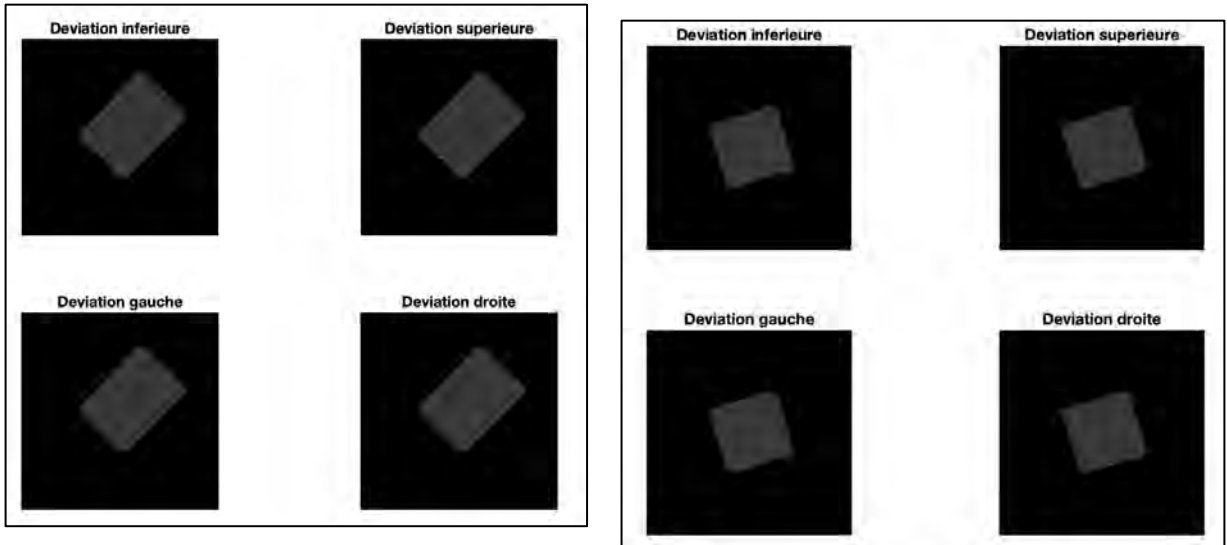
Coupe horizontale du CBCT de l'échantillon 42 pré-opératoire à LT-2 (à gauche) et LT-5 (à droite), permettant le calcul de la déviation canalaire dans les 4 directions.
